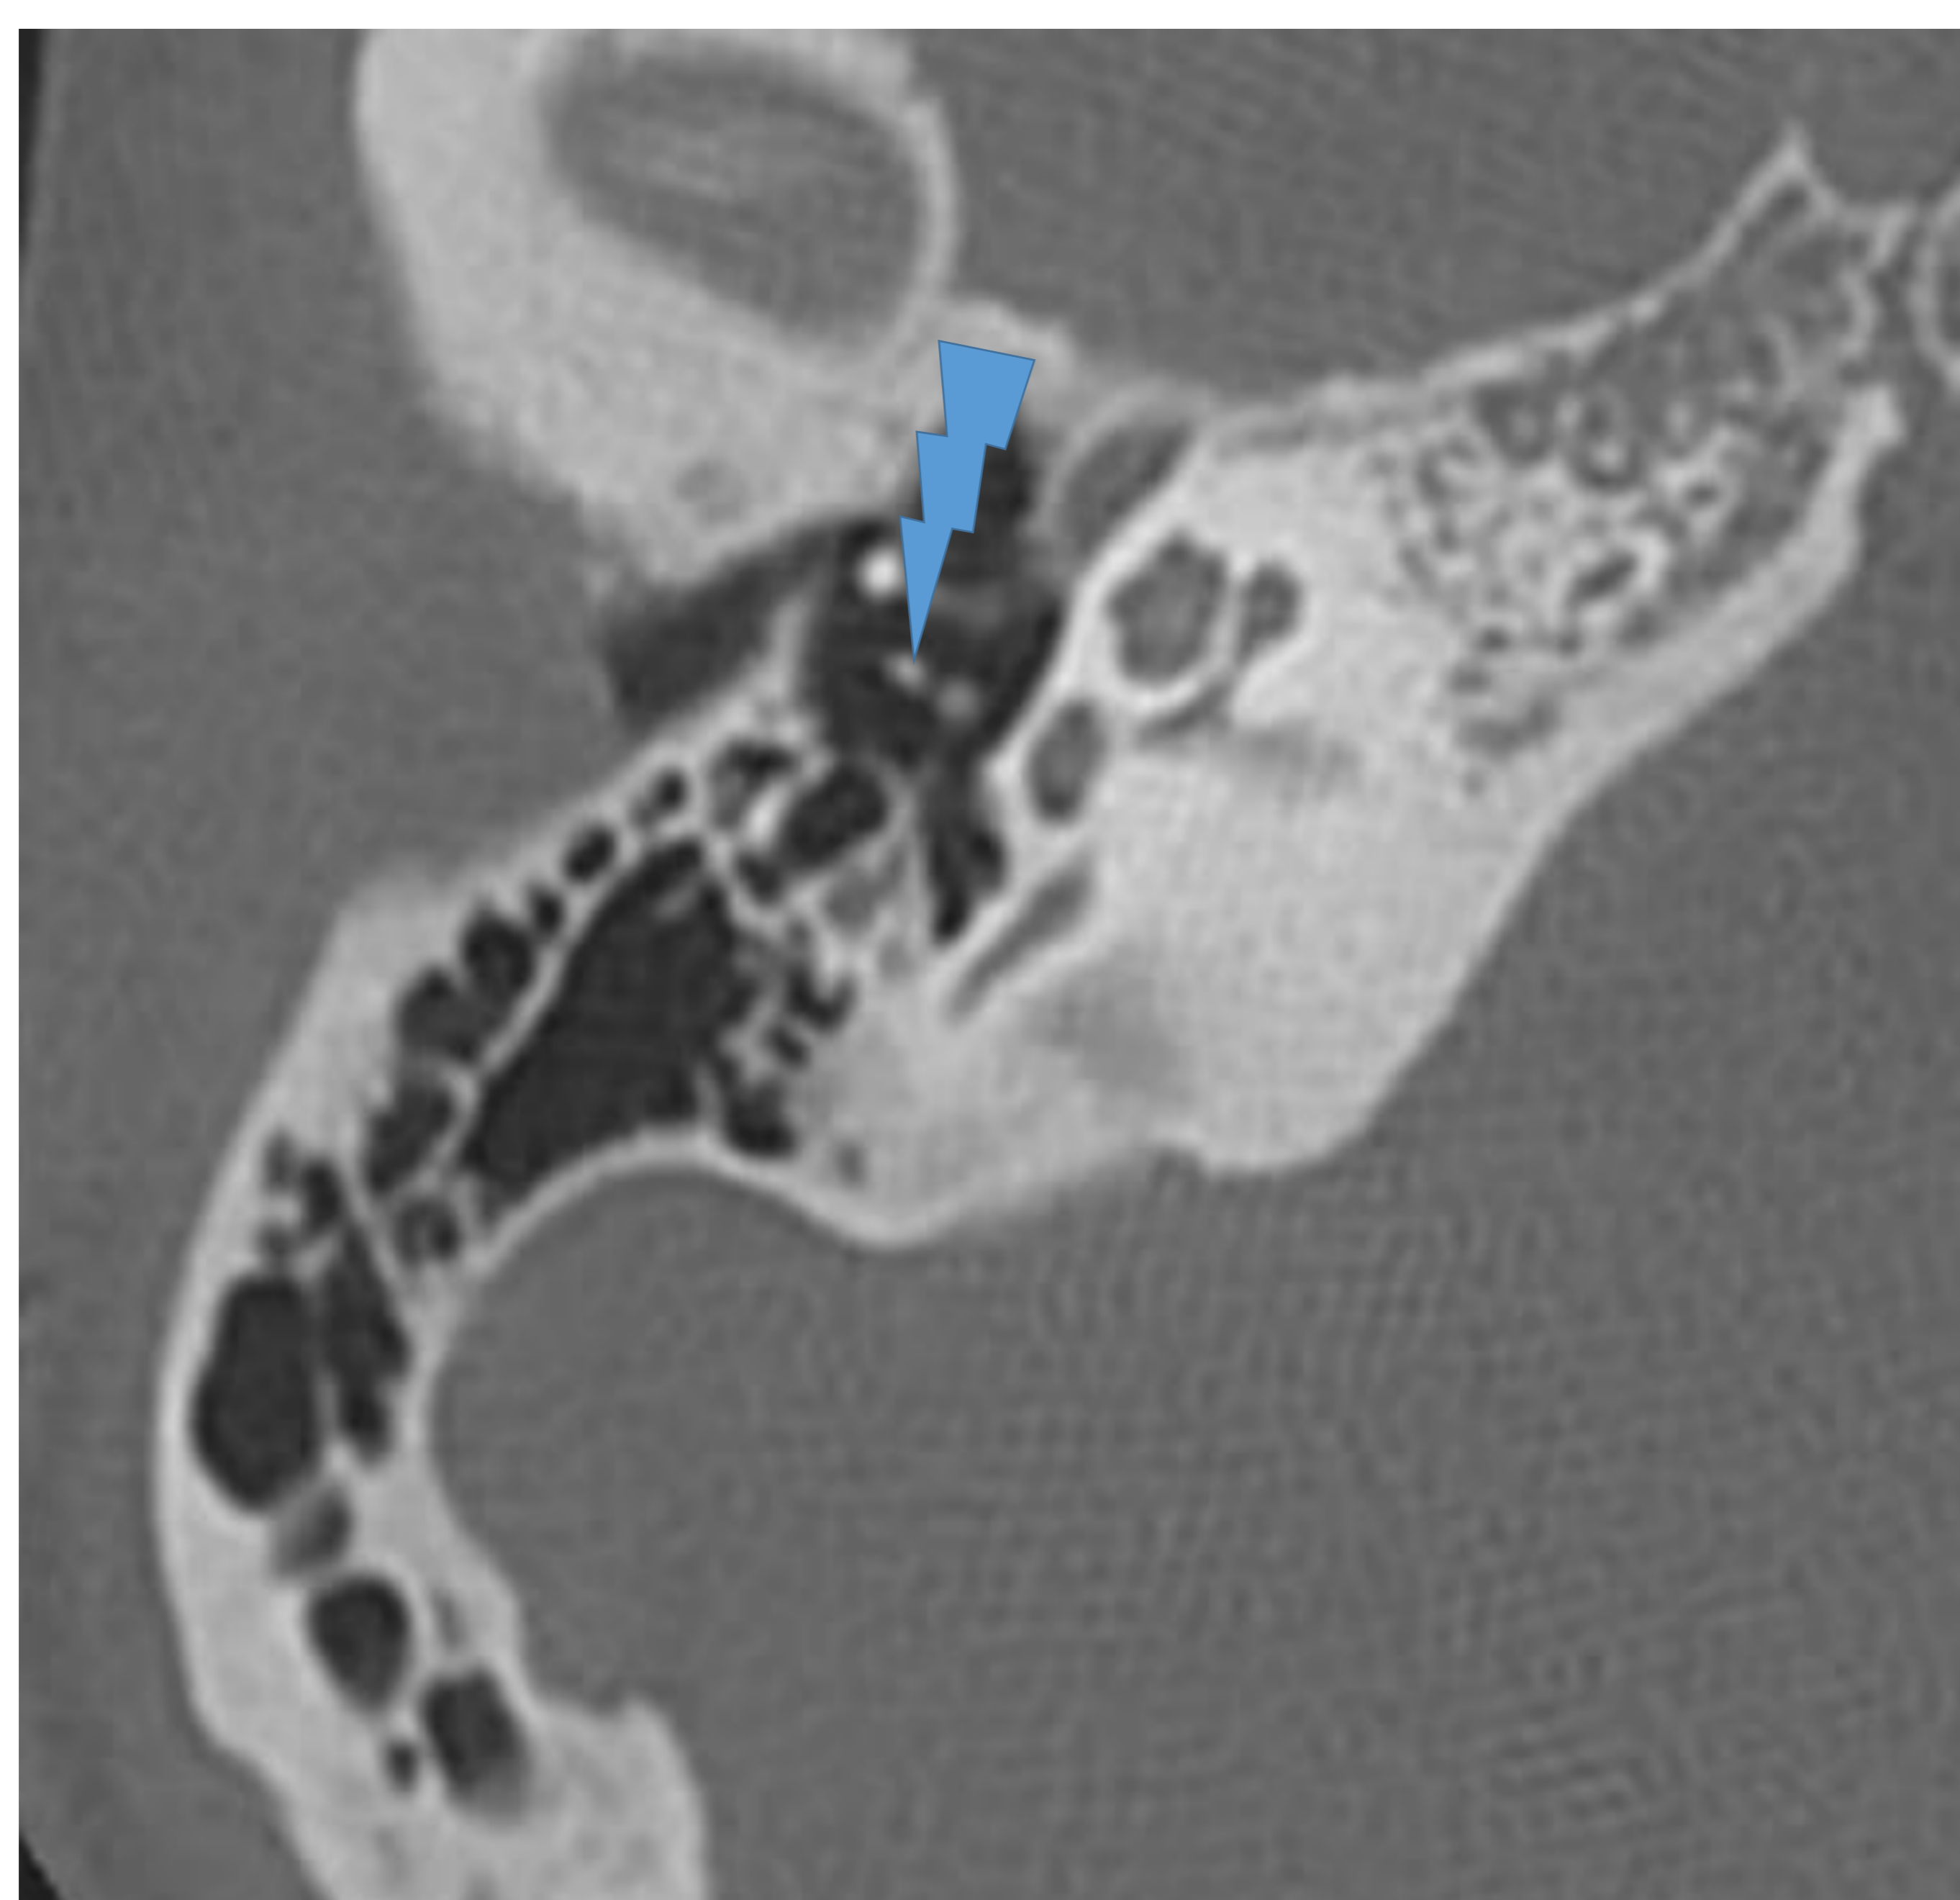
Corte axial TC: articulación incudoestapedial.
